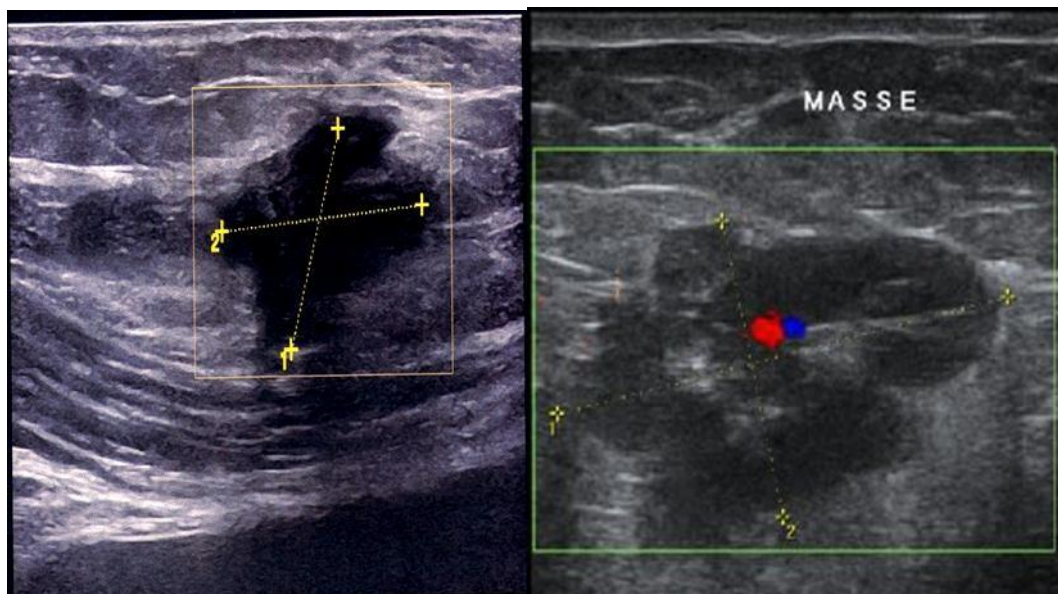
image échographique d'une masse pariétale d'allure tissulaire hypo-échogène hétérogène à contours irréguliers, et vascularisée au doppler couleur.
